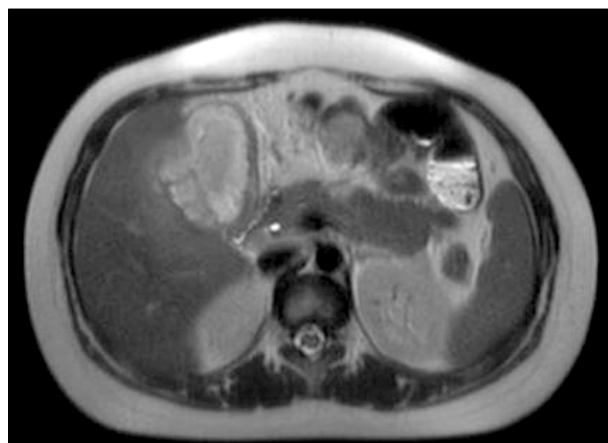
T2 magnetic resonance imaging showed multiple intramural lesions in the gallbladder.
